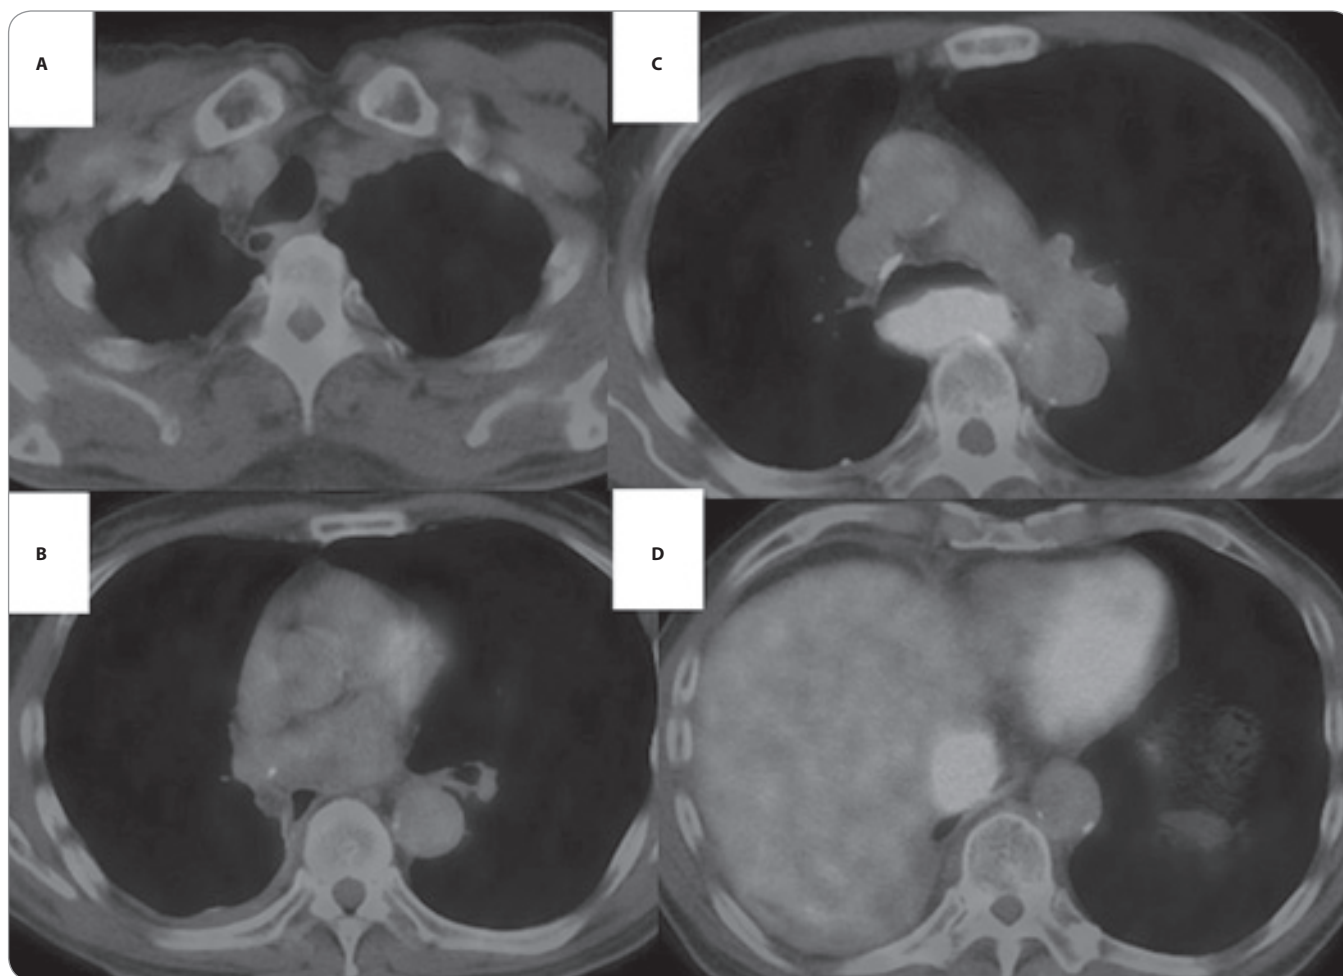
PET/CT scan taken 18 months after the initiation of the therapy revealed disappearance of pleural dissemination (A, B) but deterioration of the lesions in the mediastinal lymph nodes (C, D).
